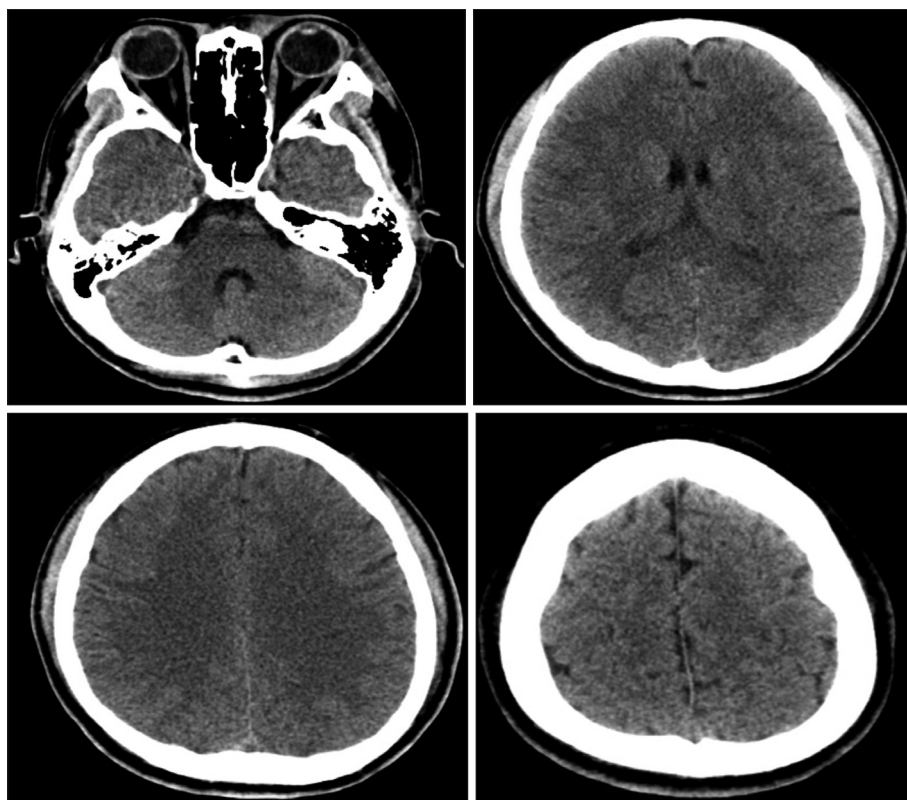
Computed tomography immediate after the orthopedic surgery. No abnormal density was visualized in the brain parenchyme.
